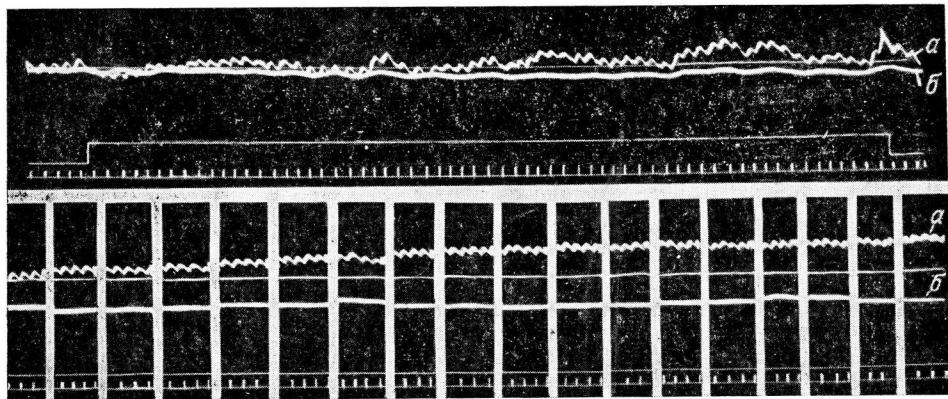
Изменение перфузионного и общего кровяного давления в ответ на раздражение центрального конца седалищного нерва (подлинная кимограмма).
